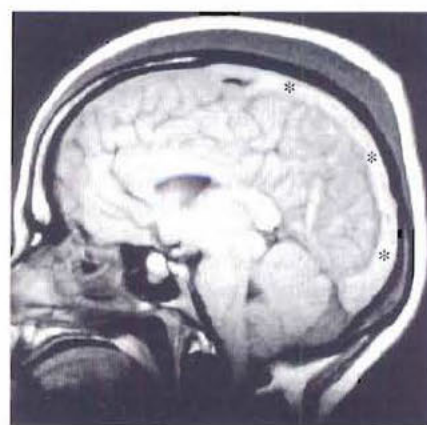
Thrombose d'un sinus veineux. Cette IRM en coupe sagittale montre la thrombose du sinus sagittal supérieur (astérisques).
